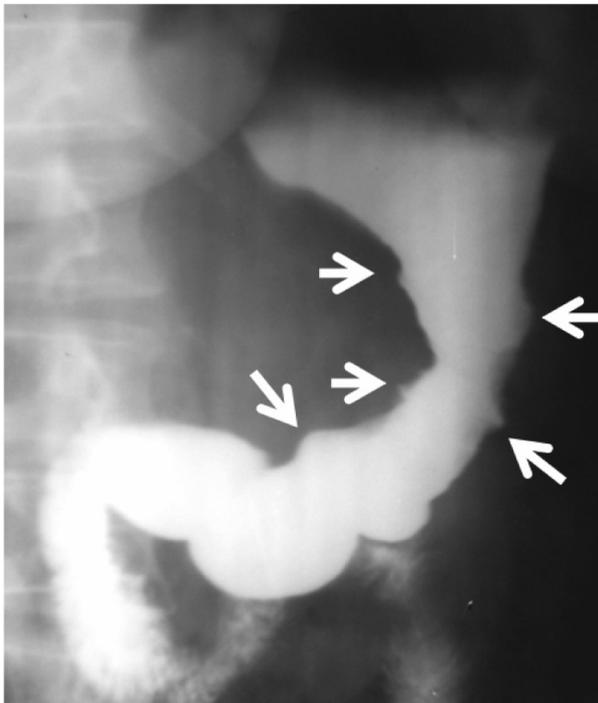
На обзорной рентгенограмме желудка в фазу тугого заполнения, произведенной в первой косой проекции, определяются множественные раковые язвы по передней и задней стенкам суженного тела желудка
